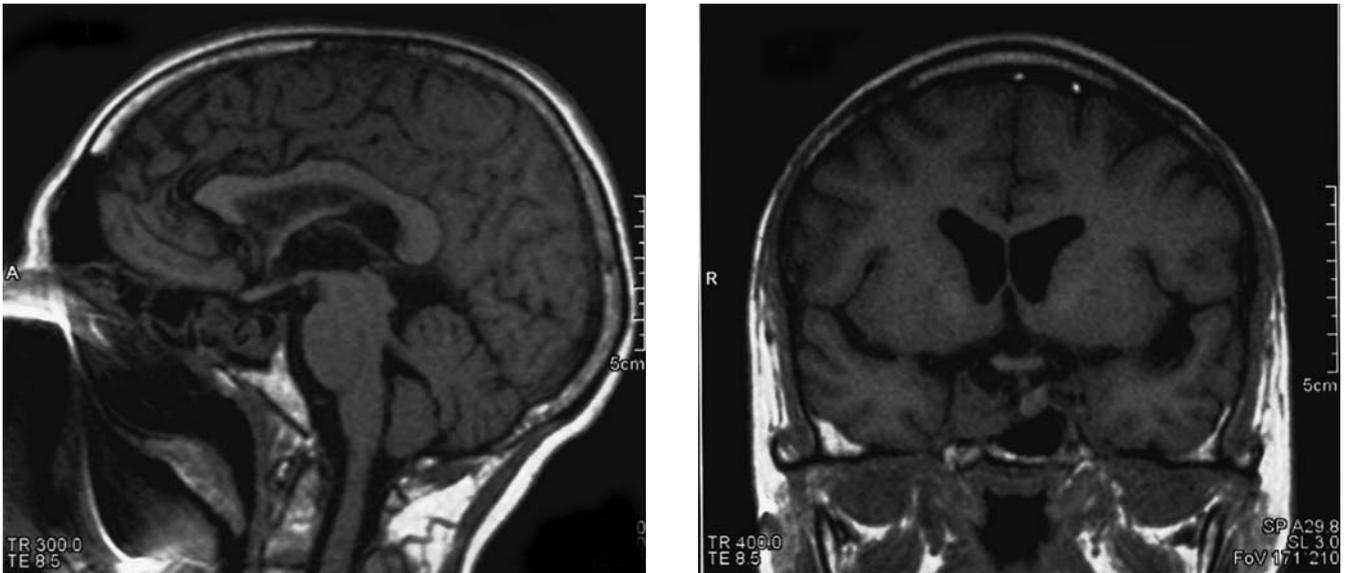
По данным контрольного МРТ-исследования через 9 мес продолженного роста опухоли не выявлено.
